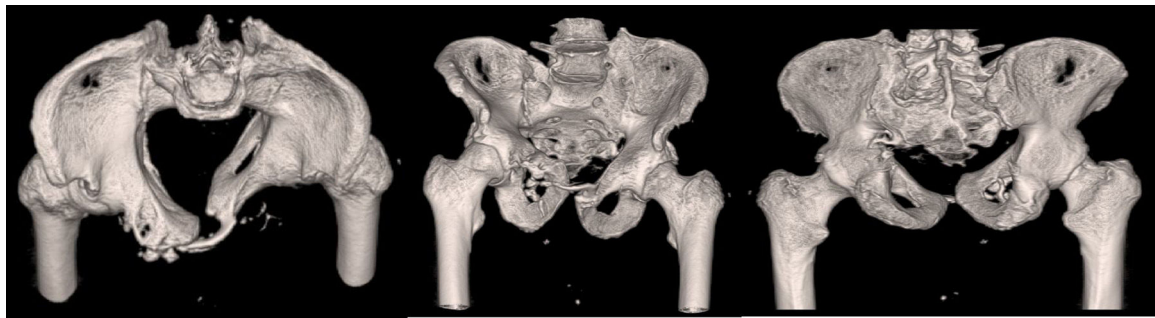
Imágenes de tomografía computarizada; reconstrucción en 3D del momento actual del paciente.
